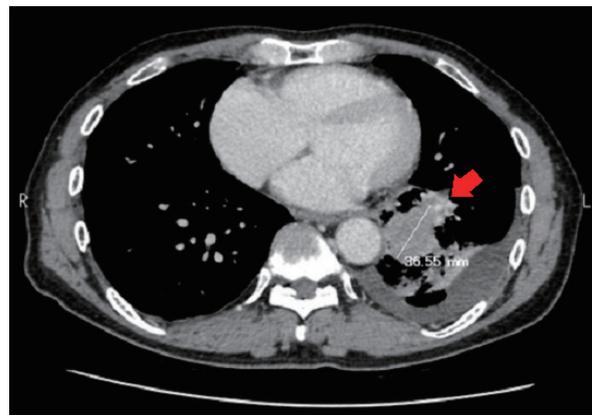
CT画像所見. 左下葉S10に37mm程の充実性腫瘍 (矢印) が確認された。
